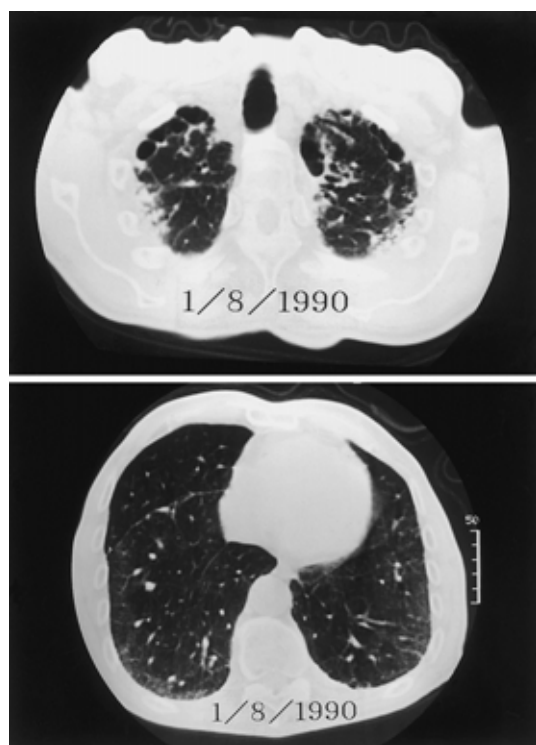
Chest computed tomographic scan obtained 9.5 years after presentation, showing subpleural pulmonary opacities with small cystic lesion mainly in the upper lobes.
